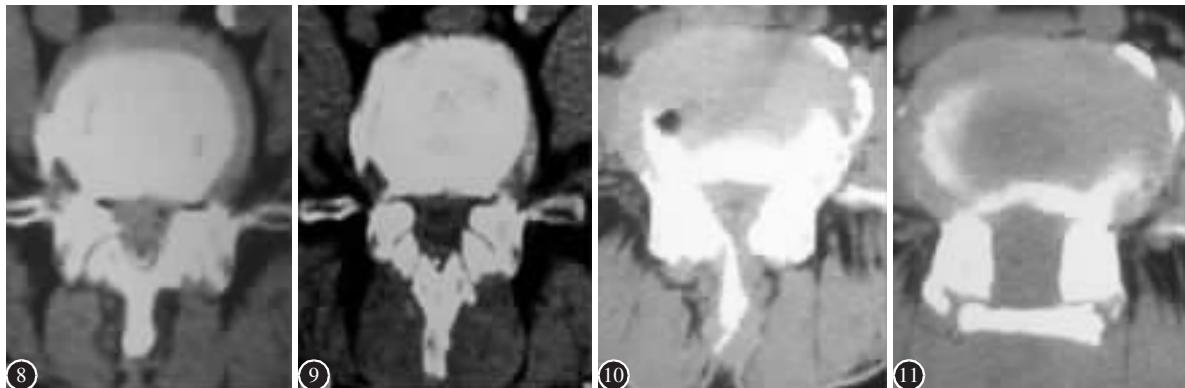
术前 CT 示腰椎管狭窄 图 9 棘突椎板截骨原位回植术后 2 个半月 CT 示椎管扩大,回植的棘突椎板位置良好
